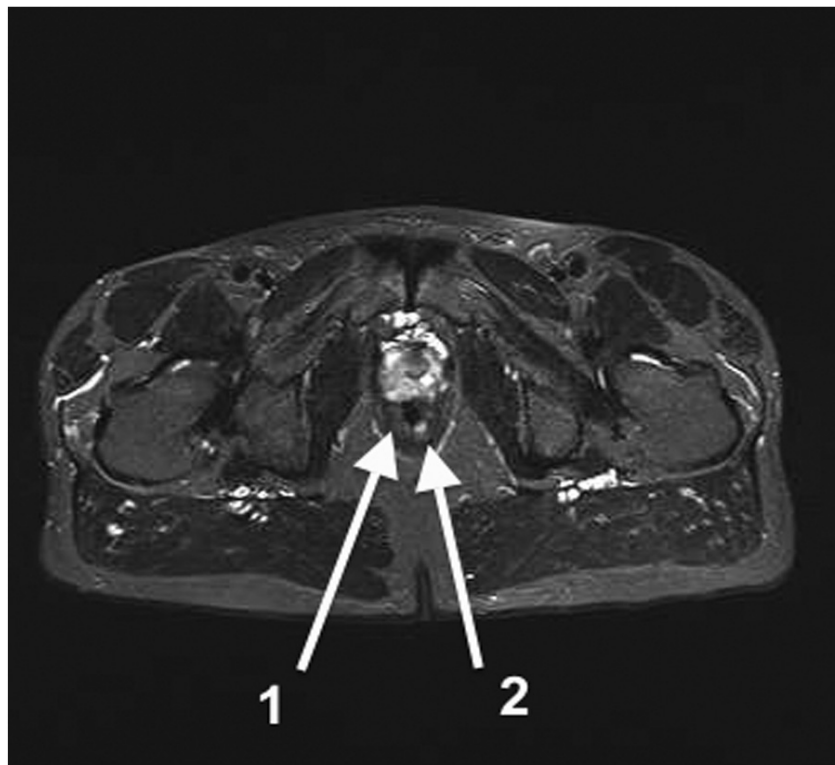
IRM pelvienne : 1) Rectum ; 2) Fistule anale [18].
